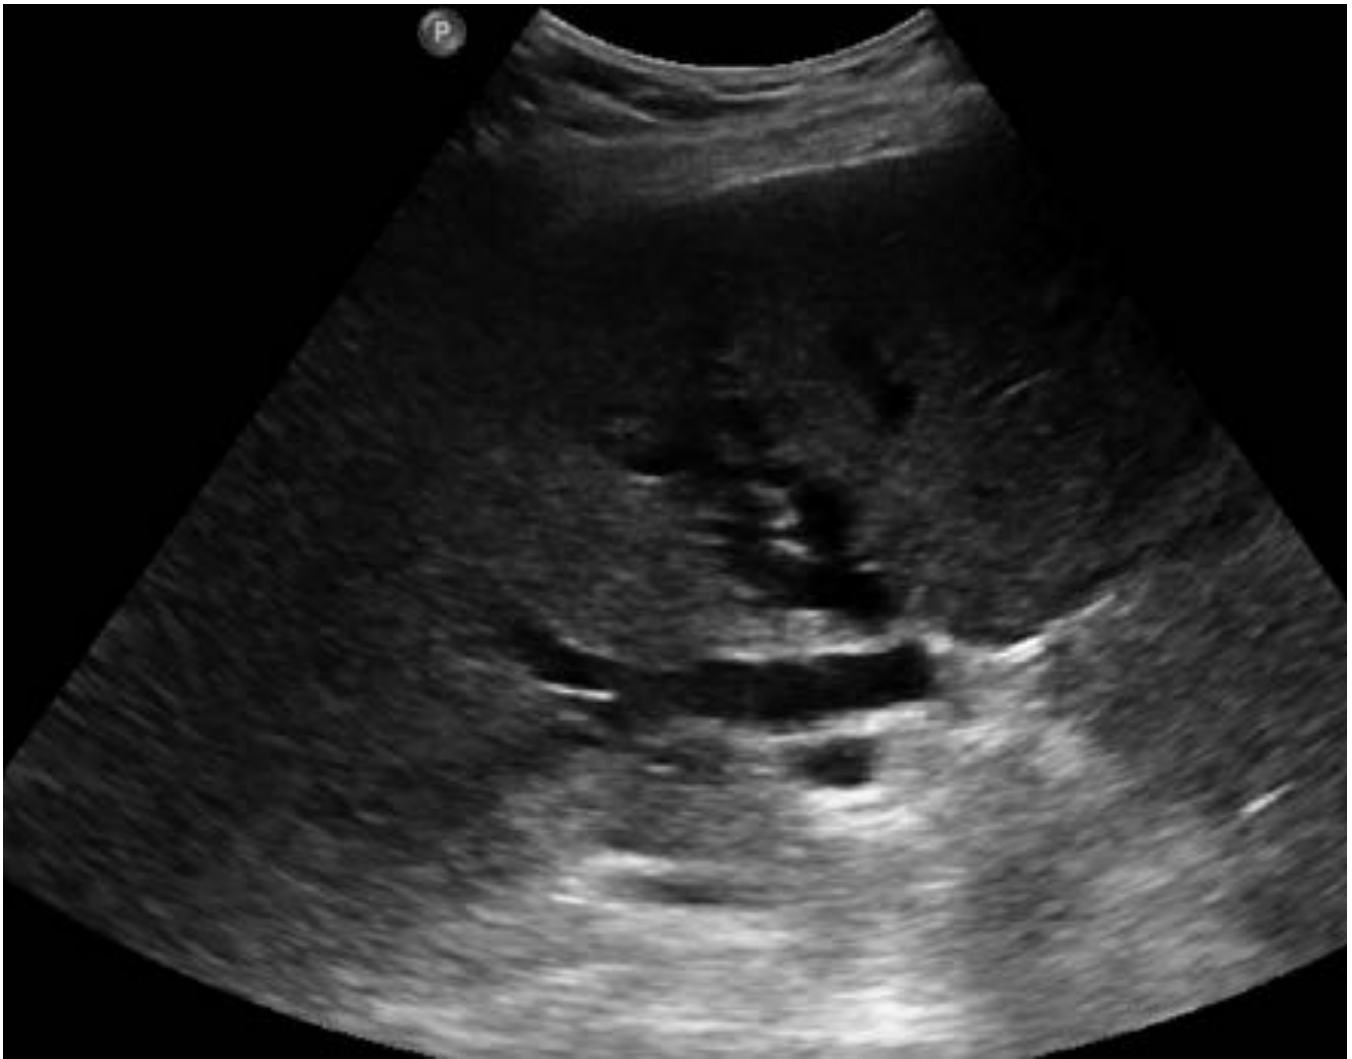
Ecografía: Dilatación vía biliar
